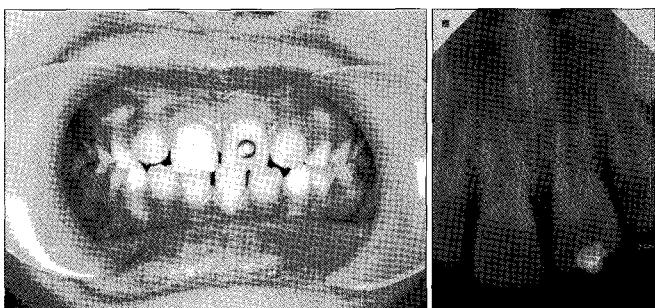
Clinical photograph and periapical radiograph after 11 weeks.
